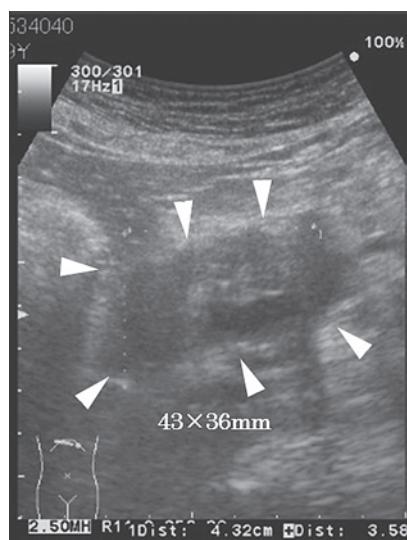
初診時エコー所見 臍頭部に43×36mm大の形状不整な低エコー領域
